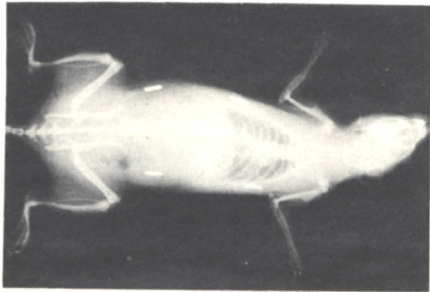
Implantate in situ (Röntgenbild). Implantationsmaterial: Amalgam.
